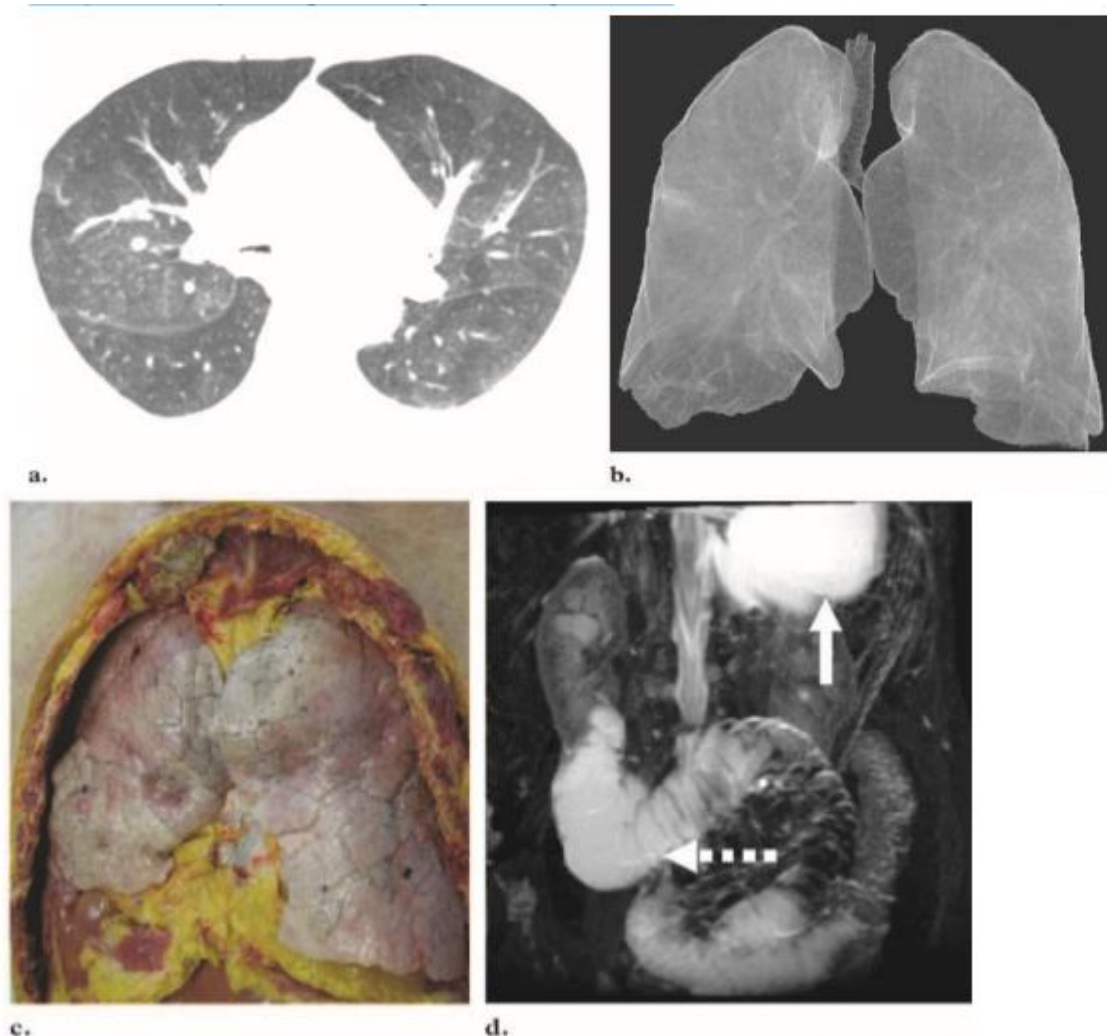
Enfisema acuoso. (A) La TC torácica (ventrículo pulmonar) demuestra enfisema acuoso causado por ahogamiento, con contacto anterior entre los pulmones. Obsérvese el fenómeno de sedimentación postmortem con un aumento de la atenuación ventral a dorsal, un hallazgo que es especialmente visible en el lóbulo superior derecho. (B) La imagen pulmonar anteroposterior 3D VR permite la correlación con los hallazgos tradicionales de la autopsia (cf c). (C) En una fotografía de la autopsia, las partes ventrales de los pulmones se solapan retro esternamente. D) La imagen de la proyección de máxima intensidad (MIP) anteroposterior a partir de los datos de imágenes de RM coronal T2 ponderada muestra un contenido hiperintense en el estómago (flecha sólida) y duodeno (flecha discontinua), hallazgos que indican una deglución activa del líquido de ahogamiento. (E) La fotografía de autopsia muestra un estómago claramente lleno de líquido (flecha sólida) y duodeno (flecha discontinua). Los órganos se abrieron para muestrear el líquido.
